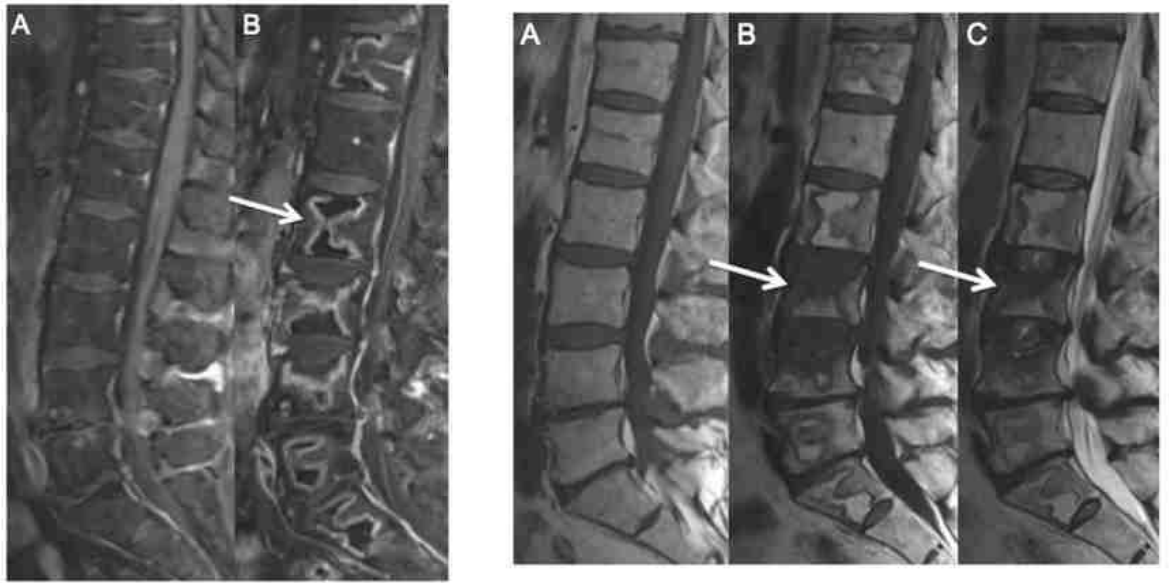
Lymphome non Hodgkinien. IRM du rachis. (29)
